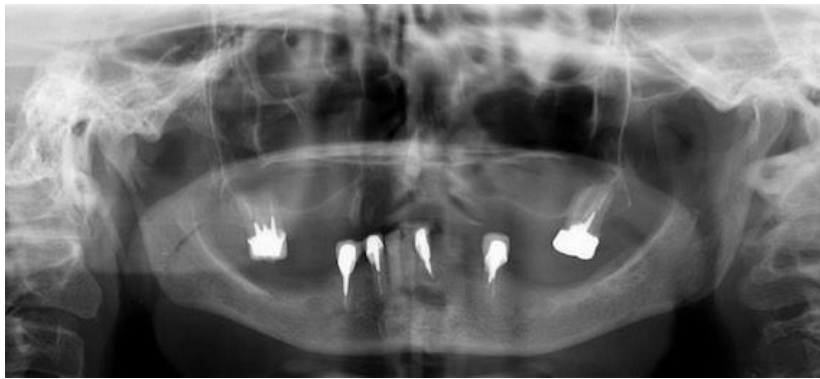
Radiografia panorâmica mostrando a pneumatização do seio maxilar esquerdo e direito
